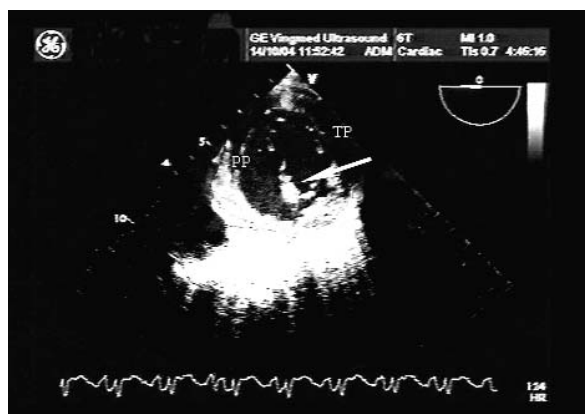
Echokardiogram przezprzetykowy, płaszczyna 0°. Wypadanie segmentu A2 przedniego płata zastawki mitralnej (strzałka)
